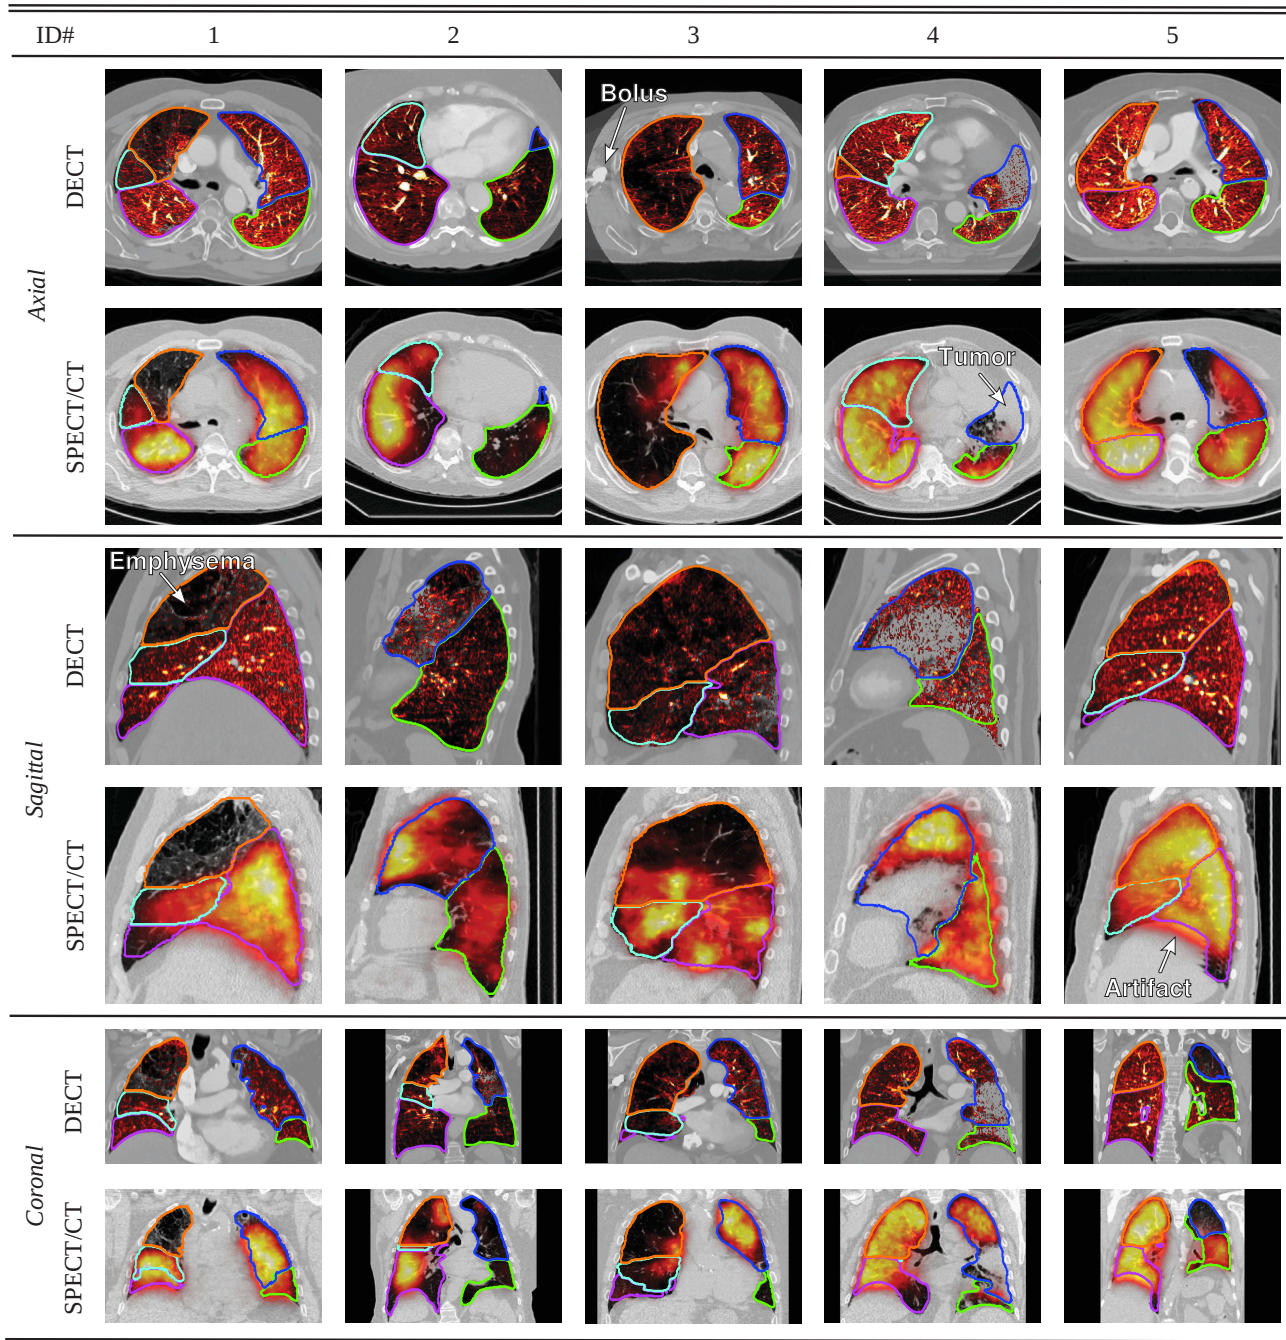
CT images with superposed functional maps (red colormap) extracted from both DECT and SPECT/CT methods. Right inferior, medium and superior (RI, RM, RS) and left inferior and superior (LI, LS) are delineated in magenta, cyan, orange, green and blue respectively. Arrows point at specific regions of interest.
